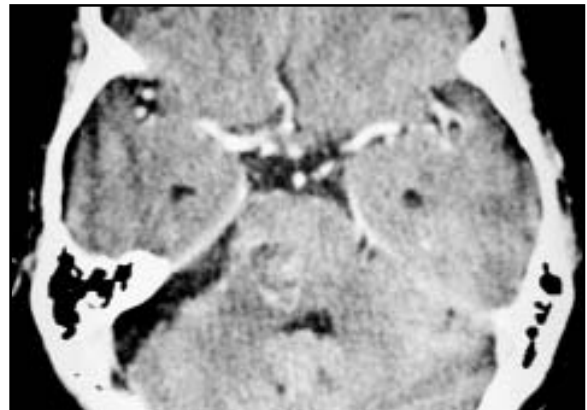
TC de controle pós operatório.
